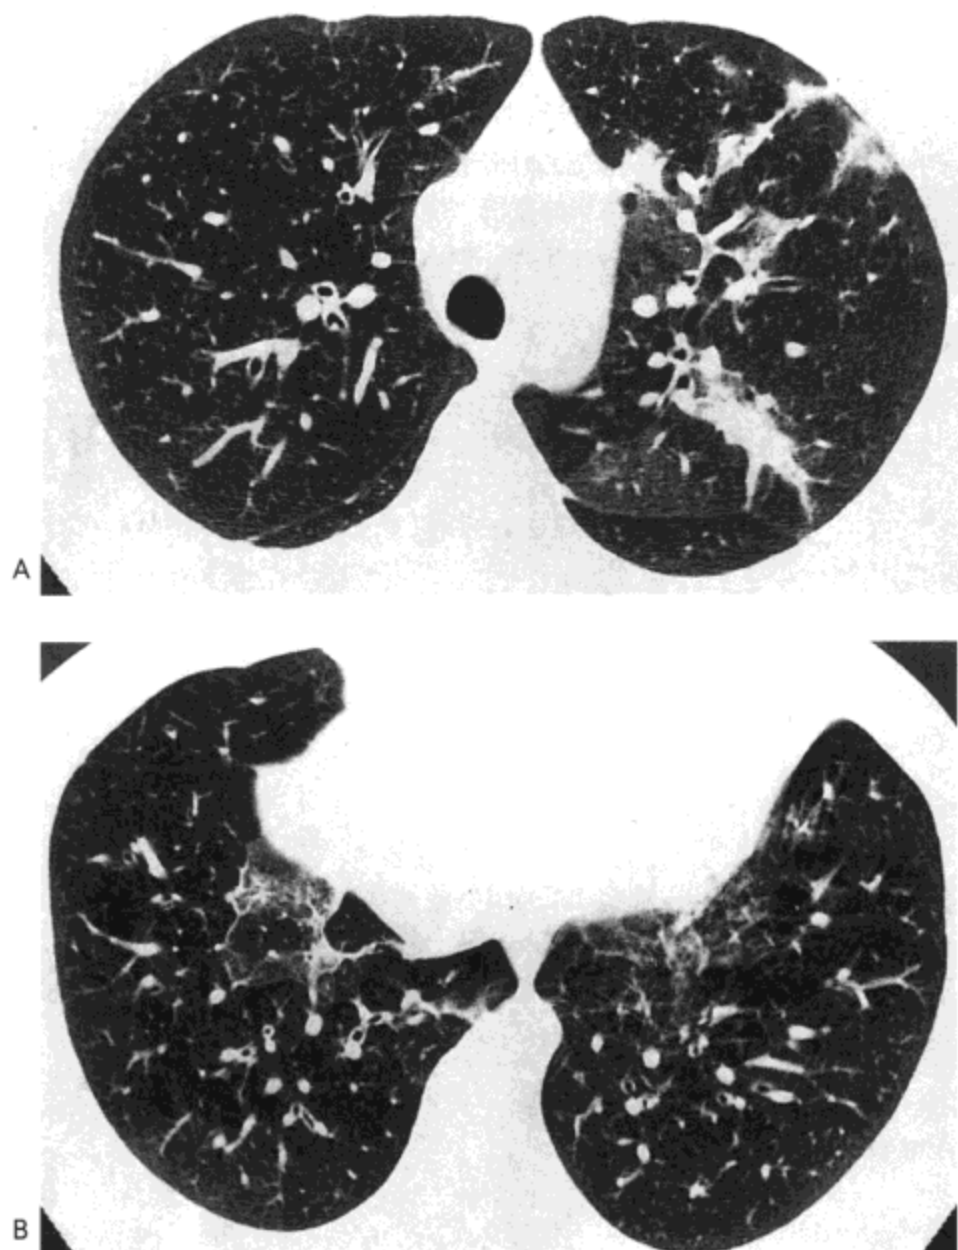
流感病毒性肺炎。A: 主动脉弓水平高分辨率 CT (1.5mm 层厚) 影像示支气管周围与胸膜下片状影,主要累及左肺上叶。B: 膈顶水平影像示双下肺片状胸膜下片状磨砂玻璃影。病人女,27 岁(感谢韩国汉城大学医院放射科 Jin Mo Goo 医生提供)。
